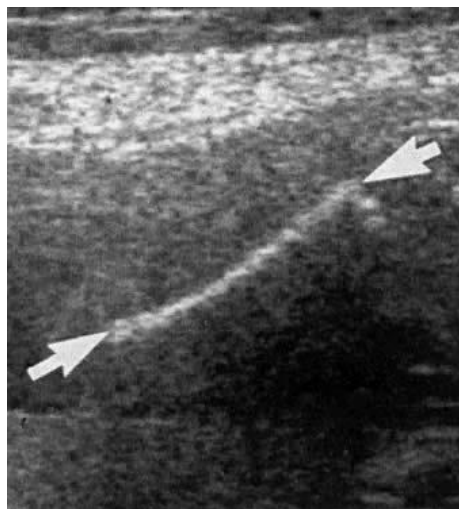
Imagen ultrasonográfica de la LF, la cual se mide entre las flechas.
